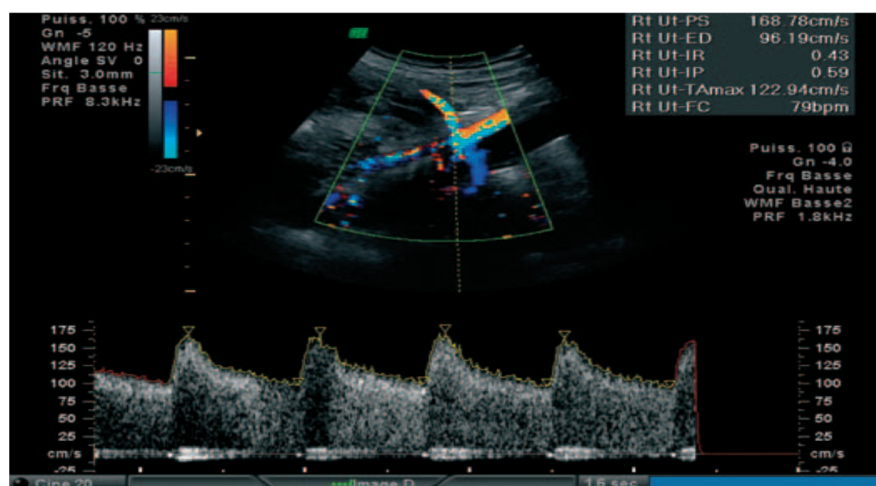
Doppler de l'artère utérine : spectre normal [151]
